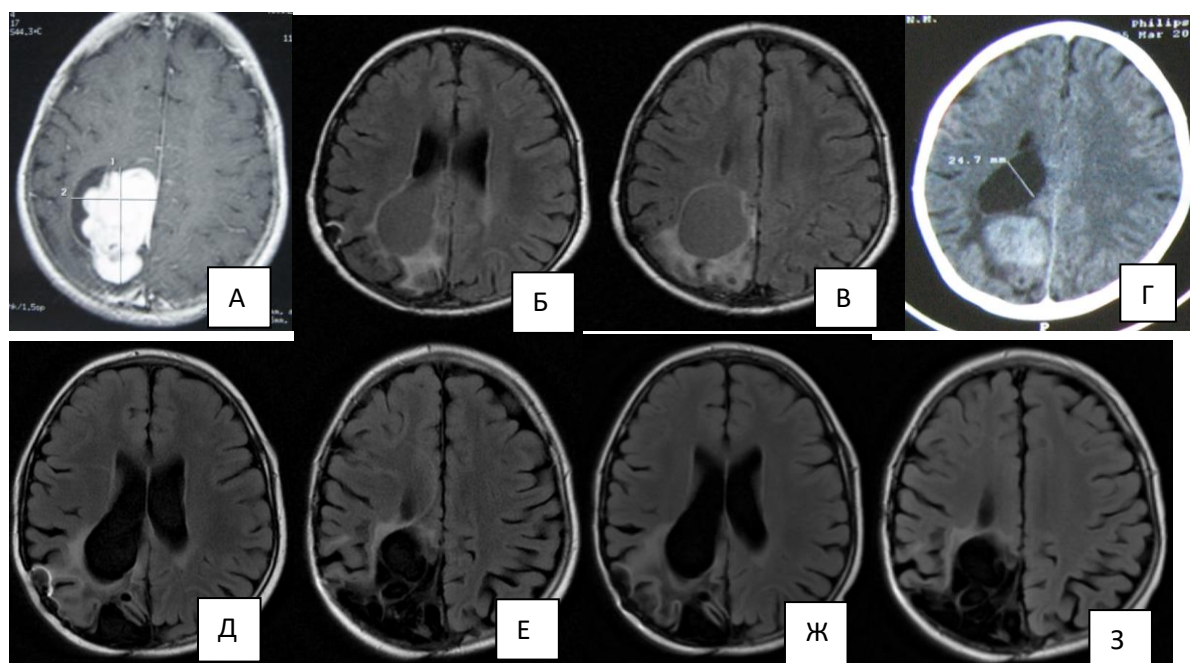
Нейровизуализационное обследование в динамике б-ной А., 7 лет. Дз: злокачественная плеоморфная ксантоастроцитома правой теменной доли. Рецидив новообразования. А – МРТ до начала лечения (Т1 постконтрастное); Б-В – МРТ FLAIR через 6 мес после тотального удаления опухоли (изменение сигнала от ложа удаленного новообразования); Г – рецидив опухоли через 9 месяца после операции (СКТ); Д-З – МРТ FLAIR через 1 и 1,5 года после повторной операции (рецидива нет)
